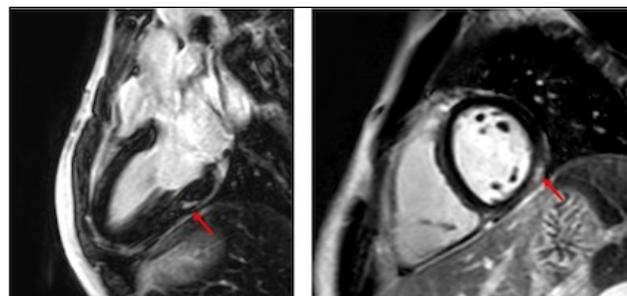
Cardio-RM di un paziente con pregressa MIS-C. In evidenza *pattern* di *enhancement* tardivo del gadolinio in sede subepicardica/intramurale della parete basale inferolaterale del ventricolo sinistro (frecche rosse).
